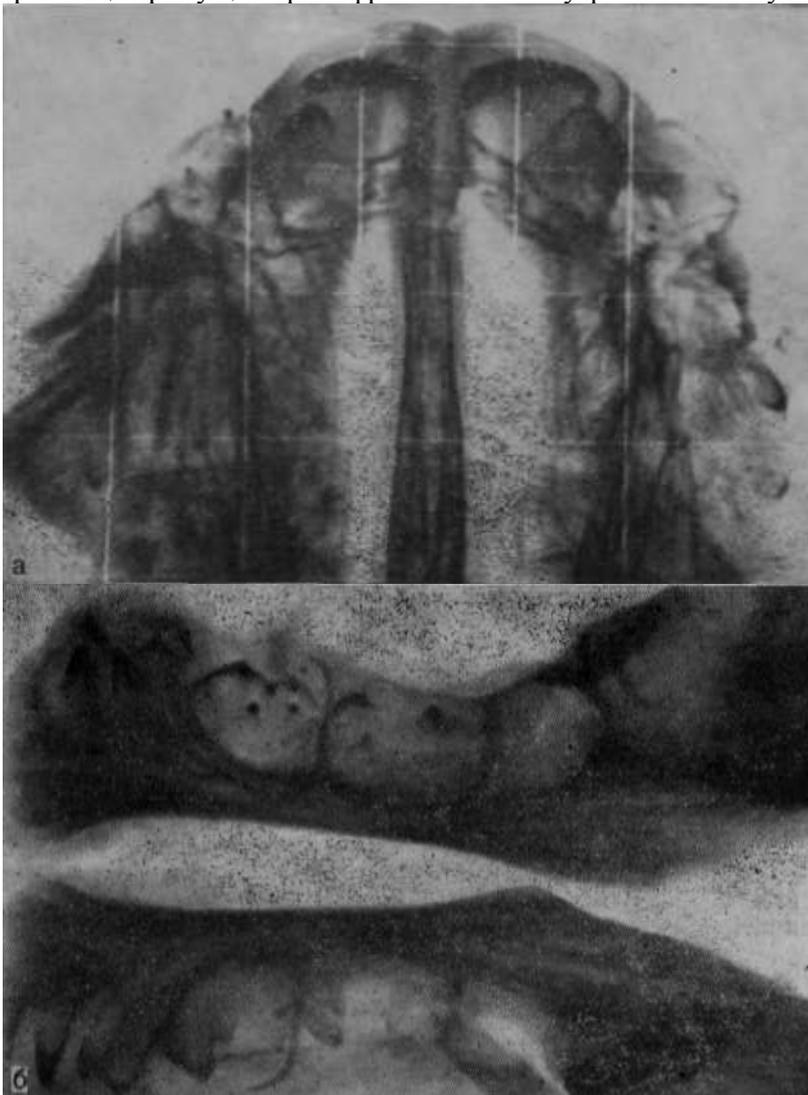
Рентгенограммы верхней (а) и нижней (б) челюстей плода человека 21—23 нед. Дальнейшее увеличение фолликулов, усиление минерализации режущих краев фронтальных и бугров коренных зубов.
